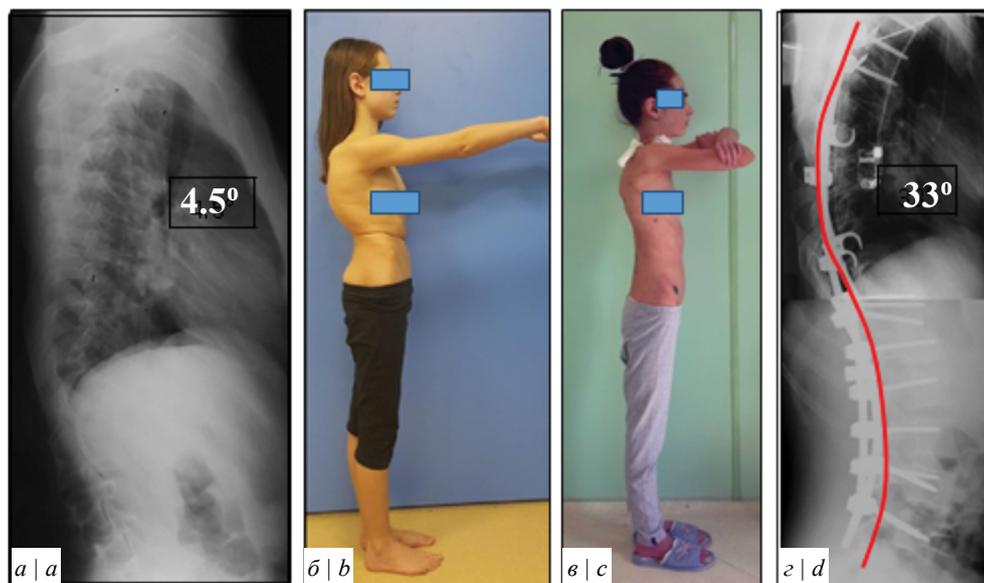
Вид сбоку пациентки К., 16 лет, и боковые рентгенограммы.
